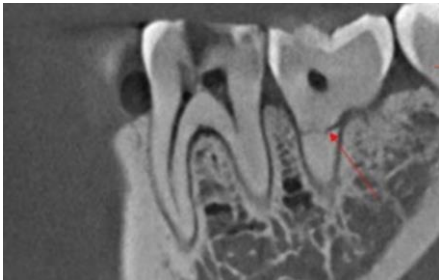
Fractura radicular. Lenguas AL, Ortega R, Samara G, López MA. Tomografía computarizada de haz cónico. Aplicaciones clínicas en odontología; comparación con otras técnicas. Cient dent 2010; 7; 2:147-159
